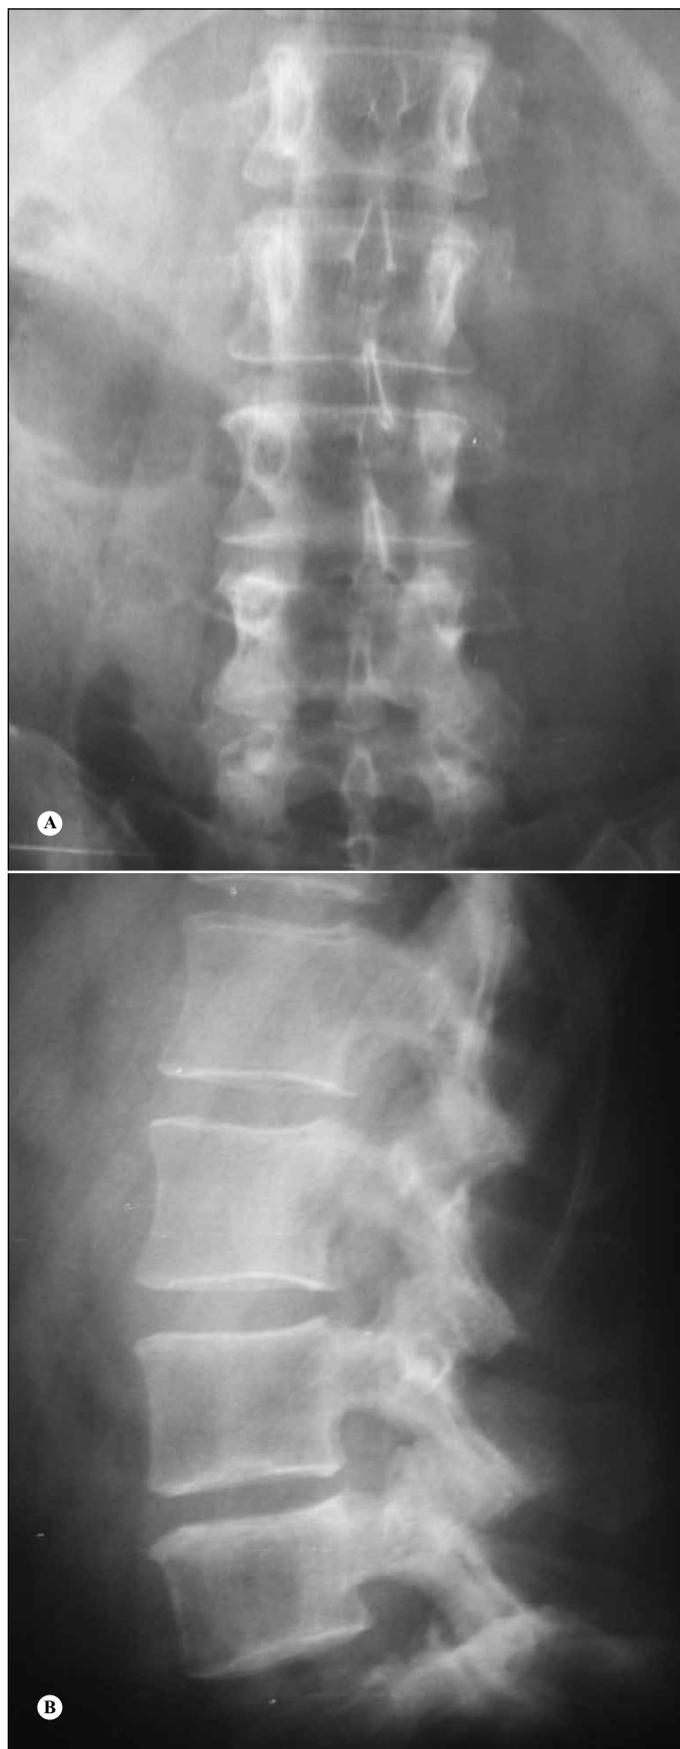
Radiografia da coluna lombar sem evidência do tumor em L4, visão anteroposterior (A) e em perfil (B).
